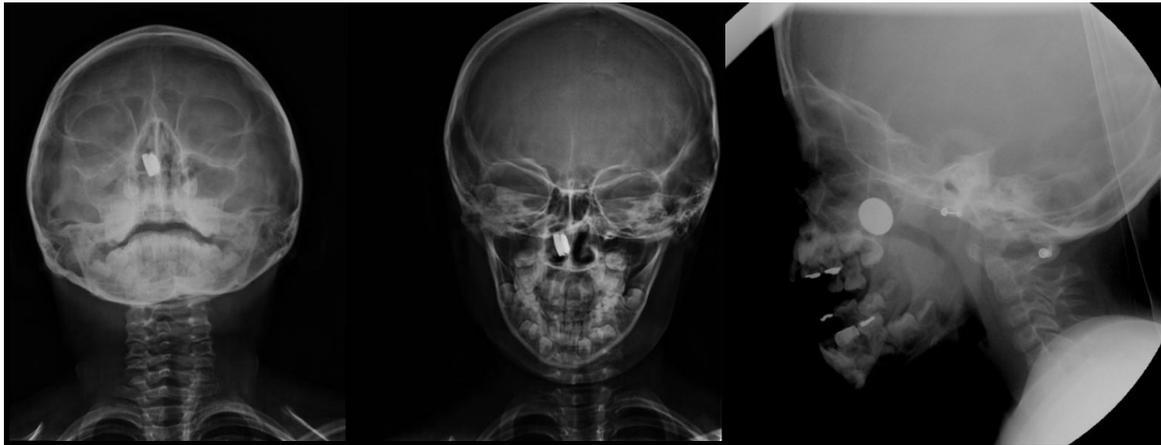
Radiografías de nariz y senos paranasales con impactación de pila de botón.
